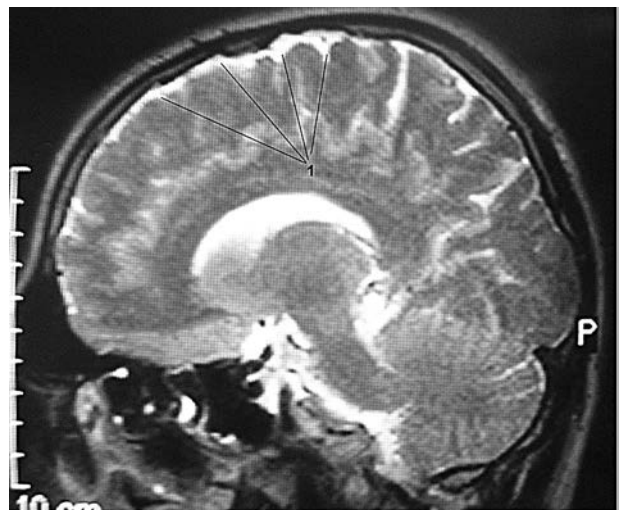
МРТ головного мозку в T2-33 у сагітальній проекції, що демонструє ознаки лептоменінгеального фіброзу у хворого з хронічною HHV-6-нейроінфекцією
